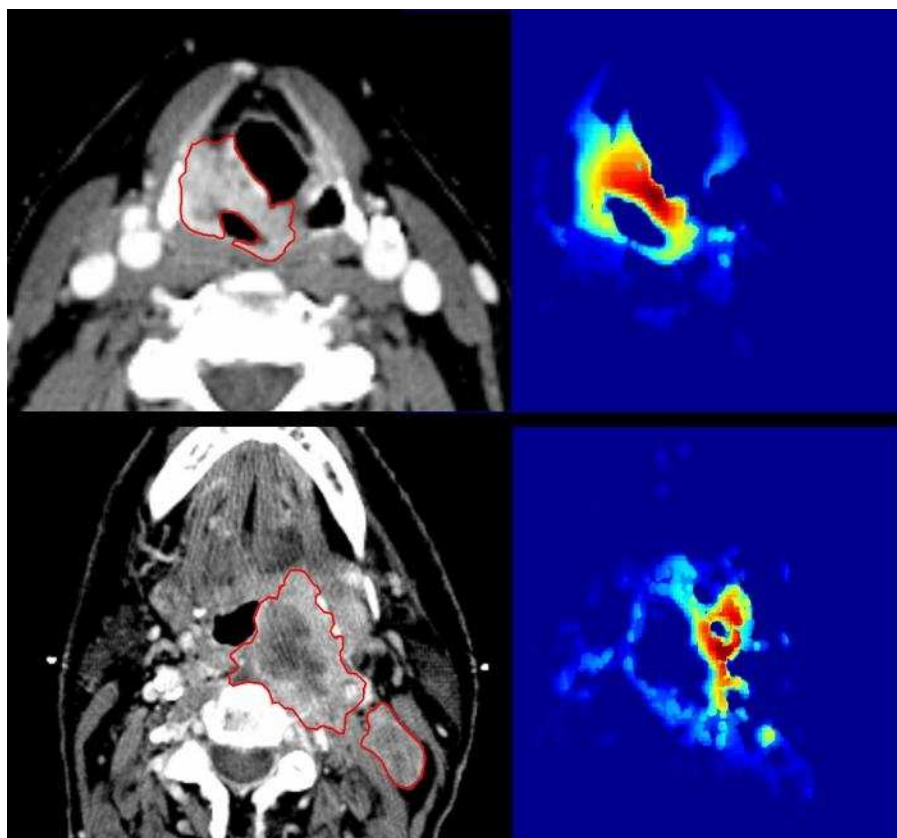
Segmentation de tumeurs dans la région tête et cou : à gauche, images initiales, extraites d'une coupe tomographique, avec segmentation des tumeurs ; à droite, cartes d'attention visuelle.
